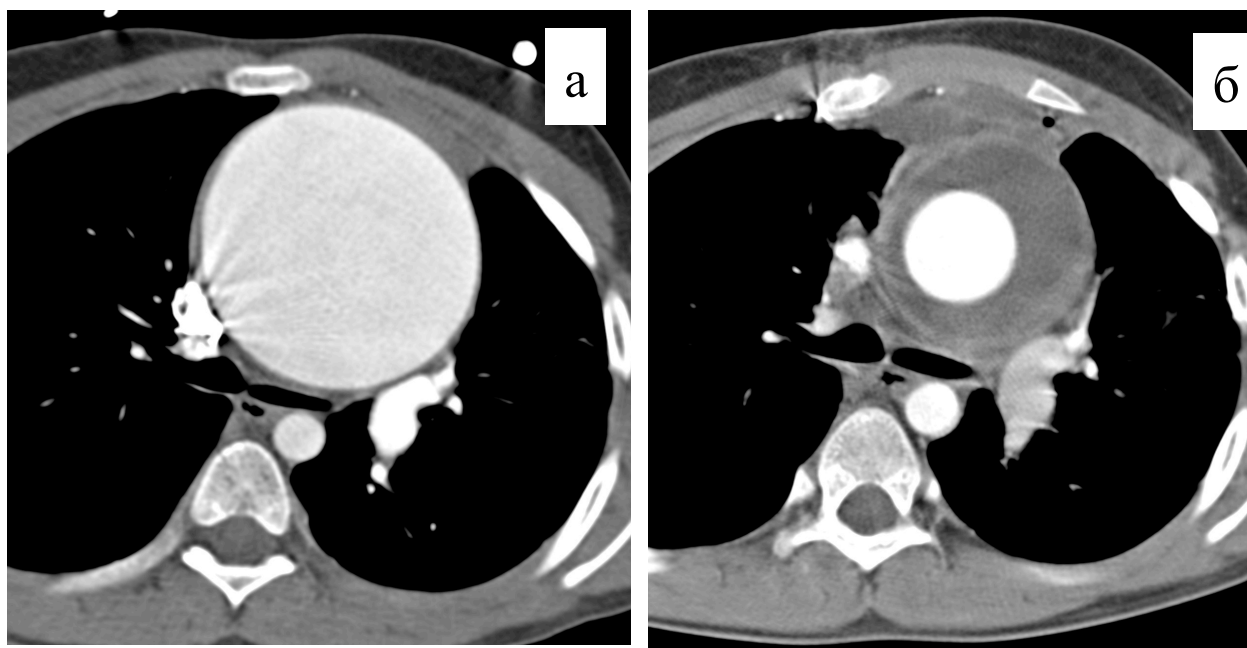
МСКТ аорты у пациента с гигантской аневризмой восходящей аорты до (а) и после (б) протезирования аорты.
